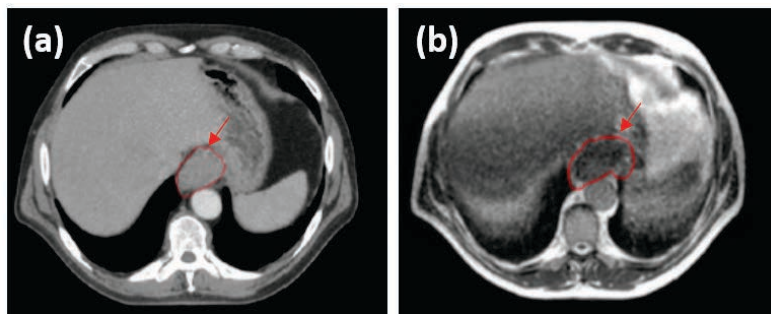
planeamento do tratamento de um adenocarcinoma do esófago. As imagens (a) e (b) representam a delimitação do volume tumoral demonstrável (GTV, do inglês *gross tumor volume*), (delimitado a vermelho), a partir de uma tomografia computadorizada (CT, do inglês *computed tomography*) e de um sistema de *MRIdian*, respetivamente. Verifica-se que uma grande área do GTV não é visível através da CT, sendo vantajoso o uso da *MRIdian* [78].
